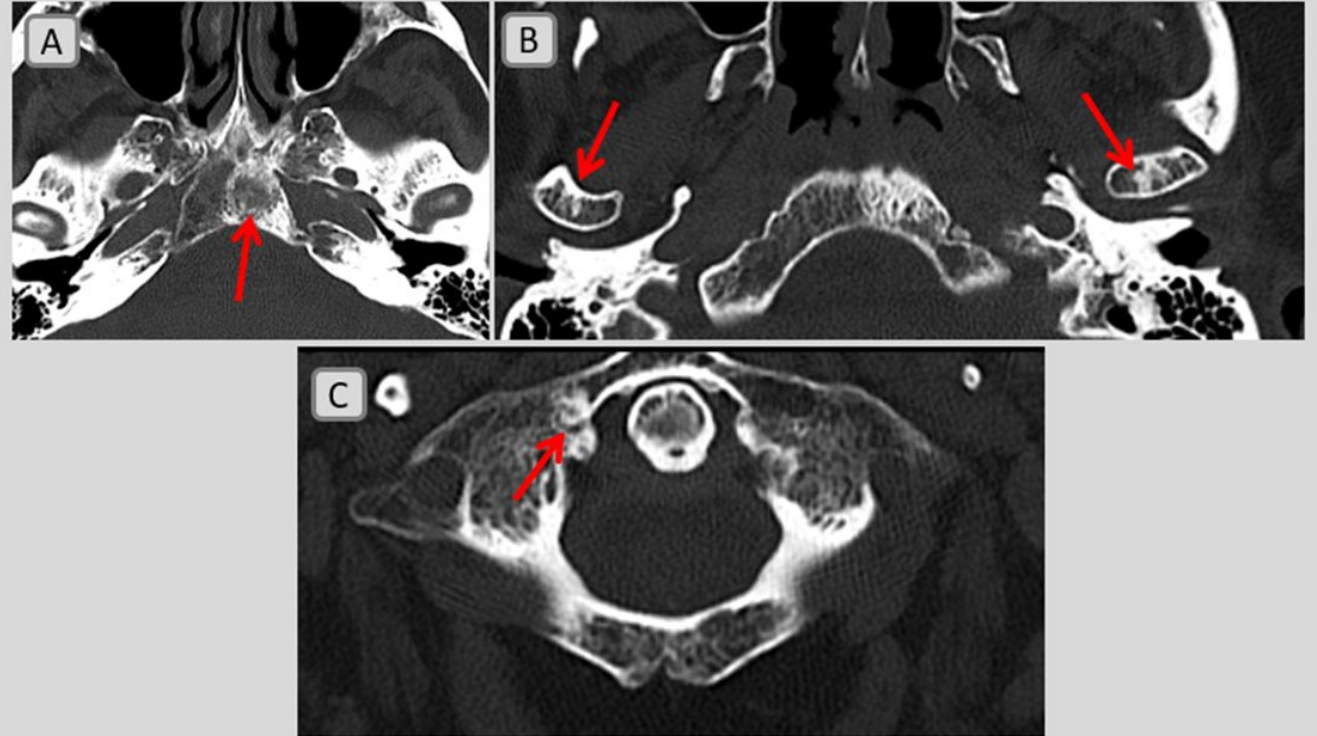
Paciente de 75 años con antecedentes de neoplasia de próstata. Se realizó una TC cerebral de urgencia por desorientación. Se identificó una lesión ósea con áreas esclerosadas a nivel del clivus (A) compatible con metástasis ósea. También se identificaron dos pequeñas lesiones escleróticas en el cóndilo mandibular izquierdo y en el cóndilo y cuello mandibular derecho (B). Otra pequeña lesión de 0,6 cm se identificó en la masa lateral derecha del atlas (C), también sugestiva de metástasis ósea.
